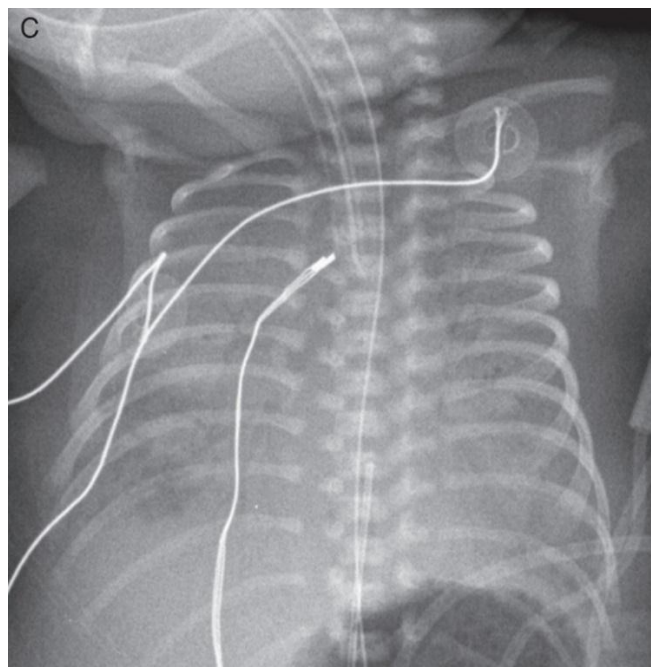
Radiographie thoracique d'un nouveau-né de 28 SA montrant un poumon opaque en rapport avec une hémorragie pulmonaire
